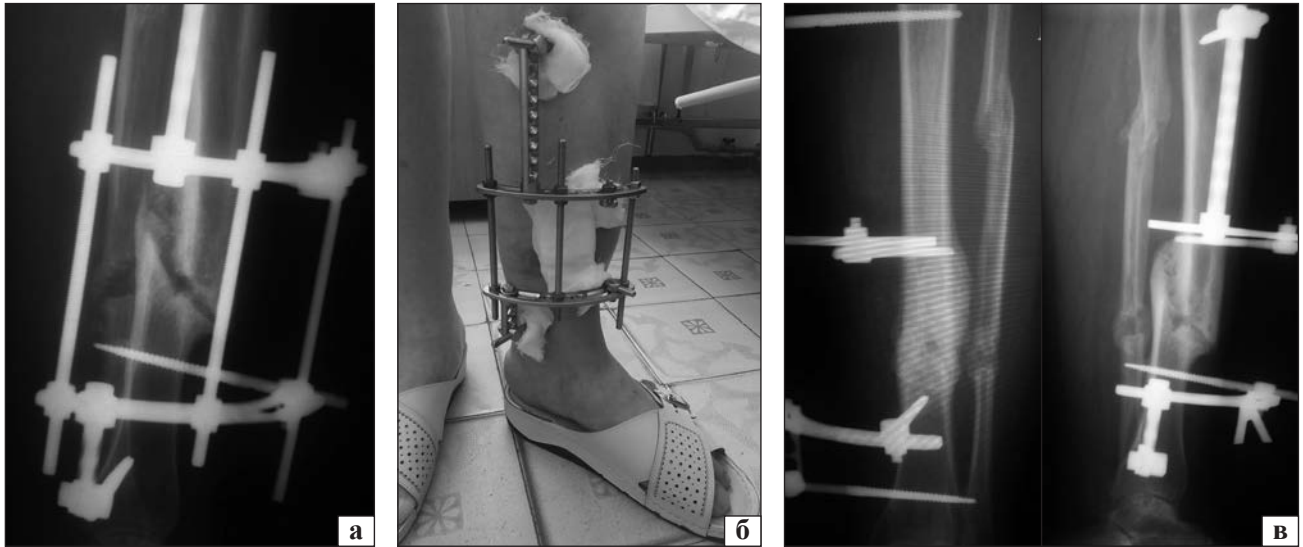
Етапи лікування пацієнтки Ч. після резекції малогомілкової кістки та фіксації фрагментів великогомілкової кістки апаратом зовнішньої фіксації на рентгенограмі (а) та вигляд кінцівки в апараті зовнішньої фіксації в момент опори (б); в) кісткове зрощення відламків великогомілкової кістки через 2 міс. на рентгенограмах
